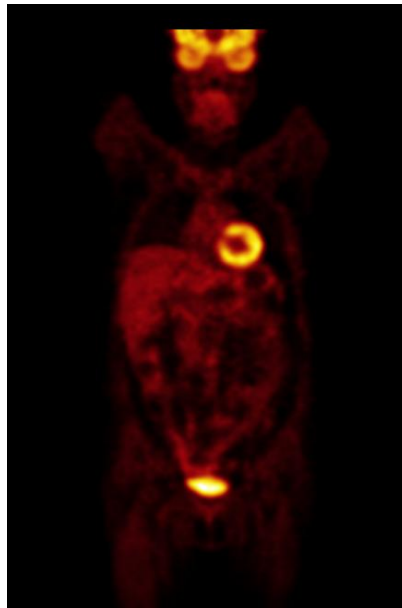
PET Reconstruido¹⁷
